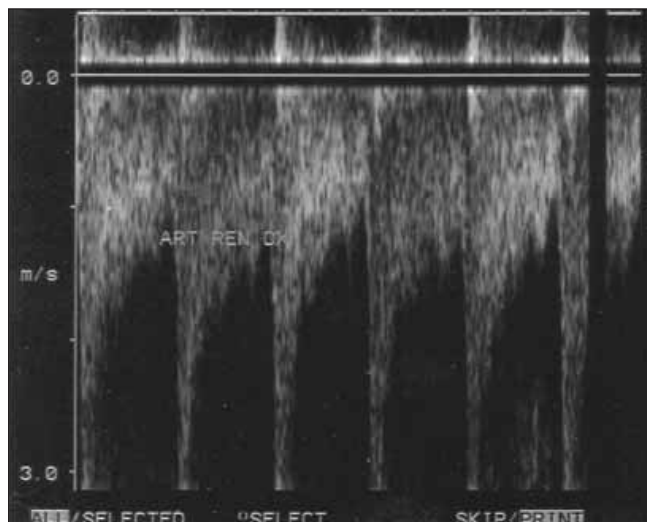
Eco-color-Doppler renale: Analisi spettrale. Riscontro a livello dell'arteria renale dx di velocità di picco sistolico >3 metri al secondo.
